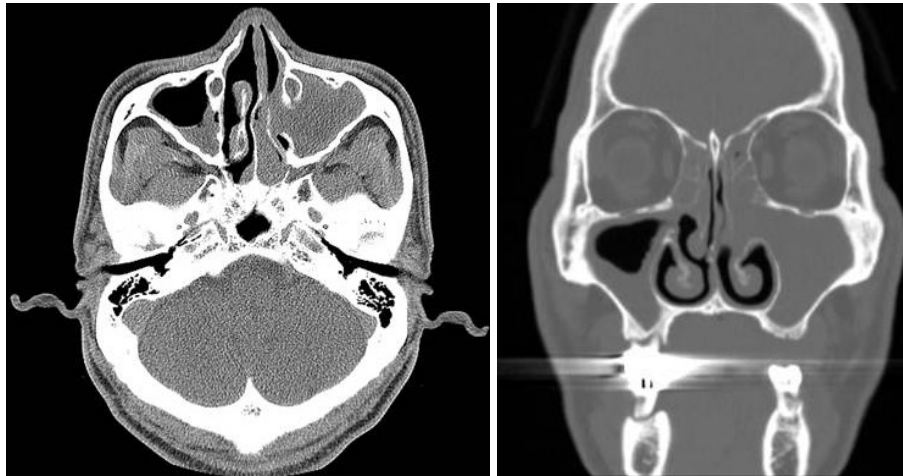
PNS CT. Soft tissue mass at left maxillary sinus, ethmoid sinus, middle meatus and nasal cavity lateral walls were noted. PNS: paranasal sinus.
